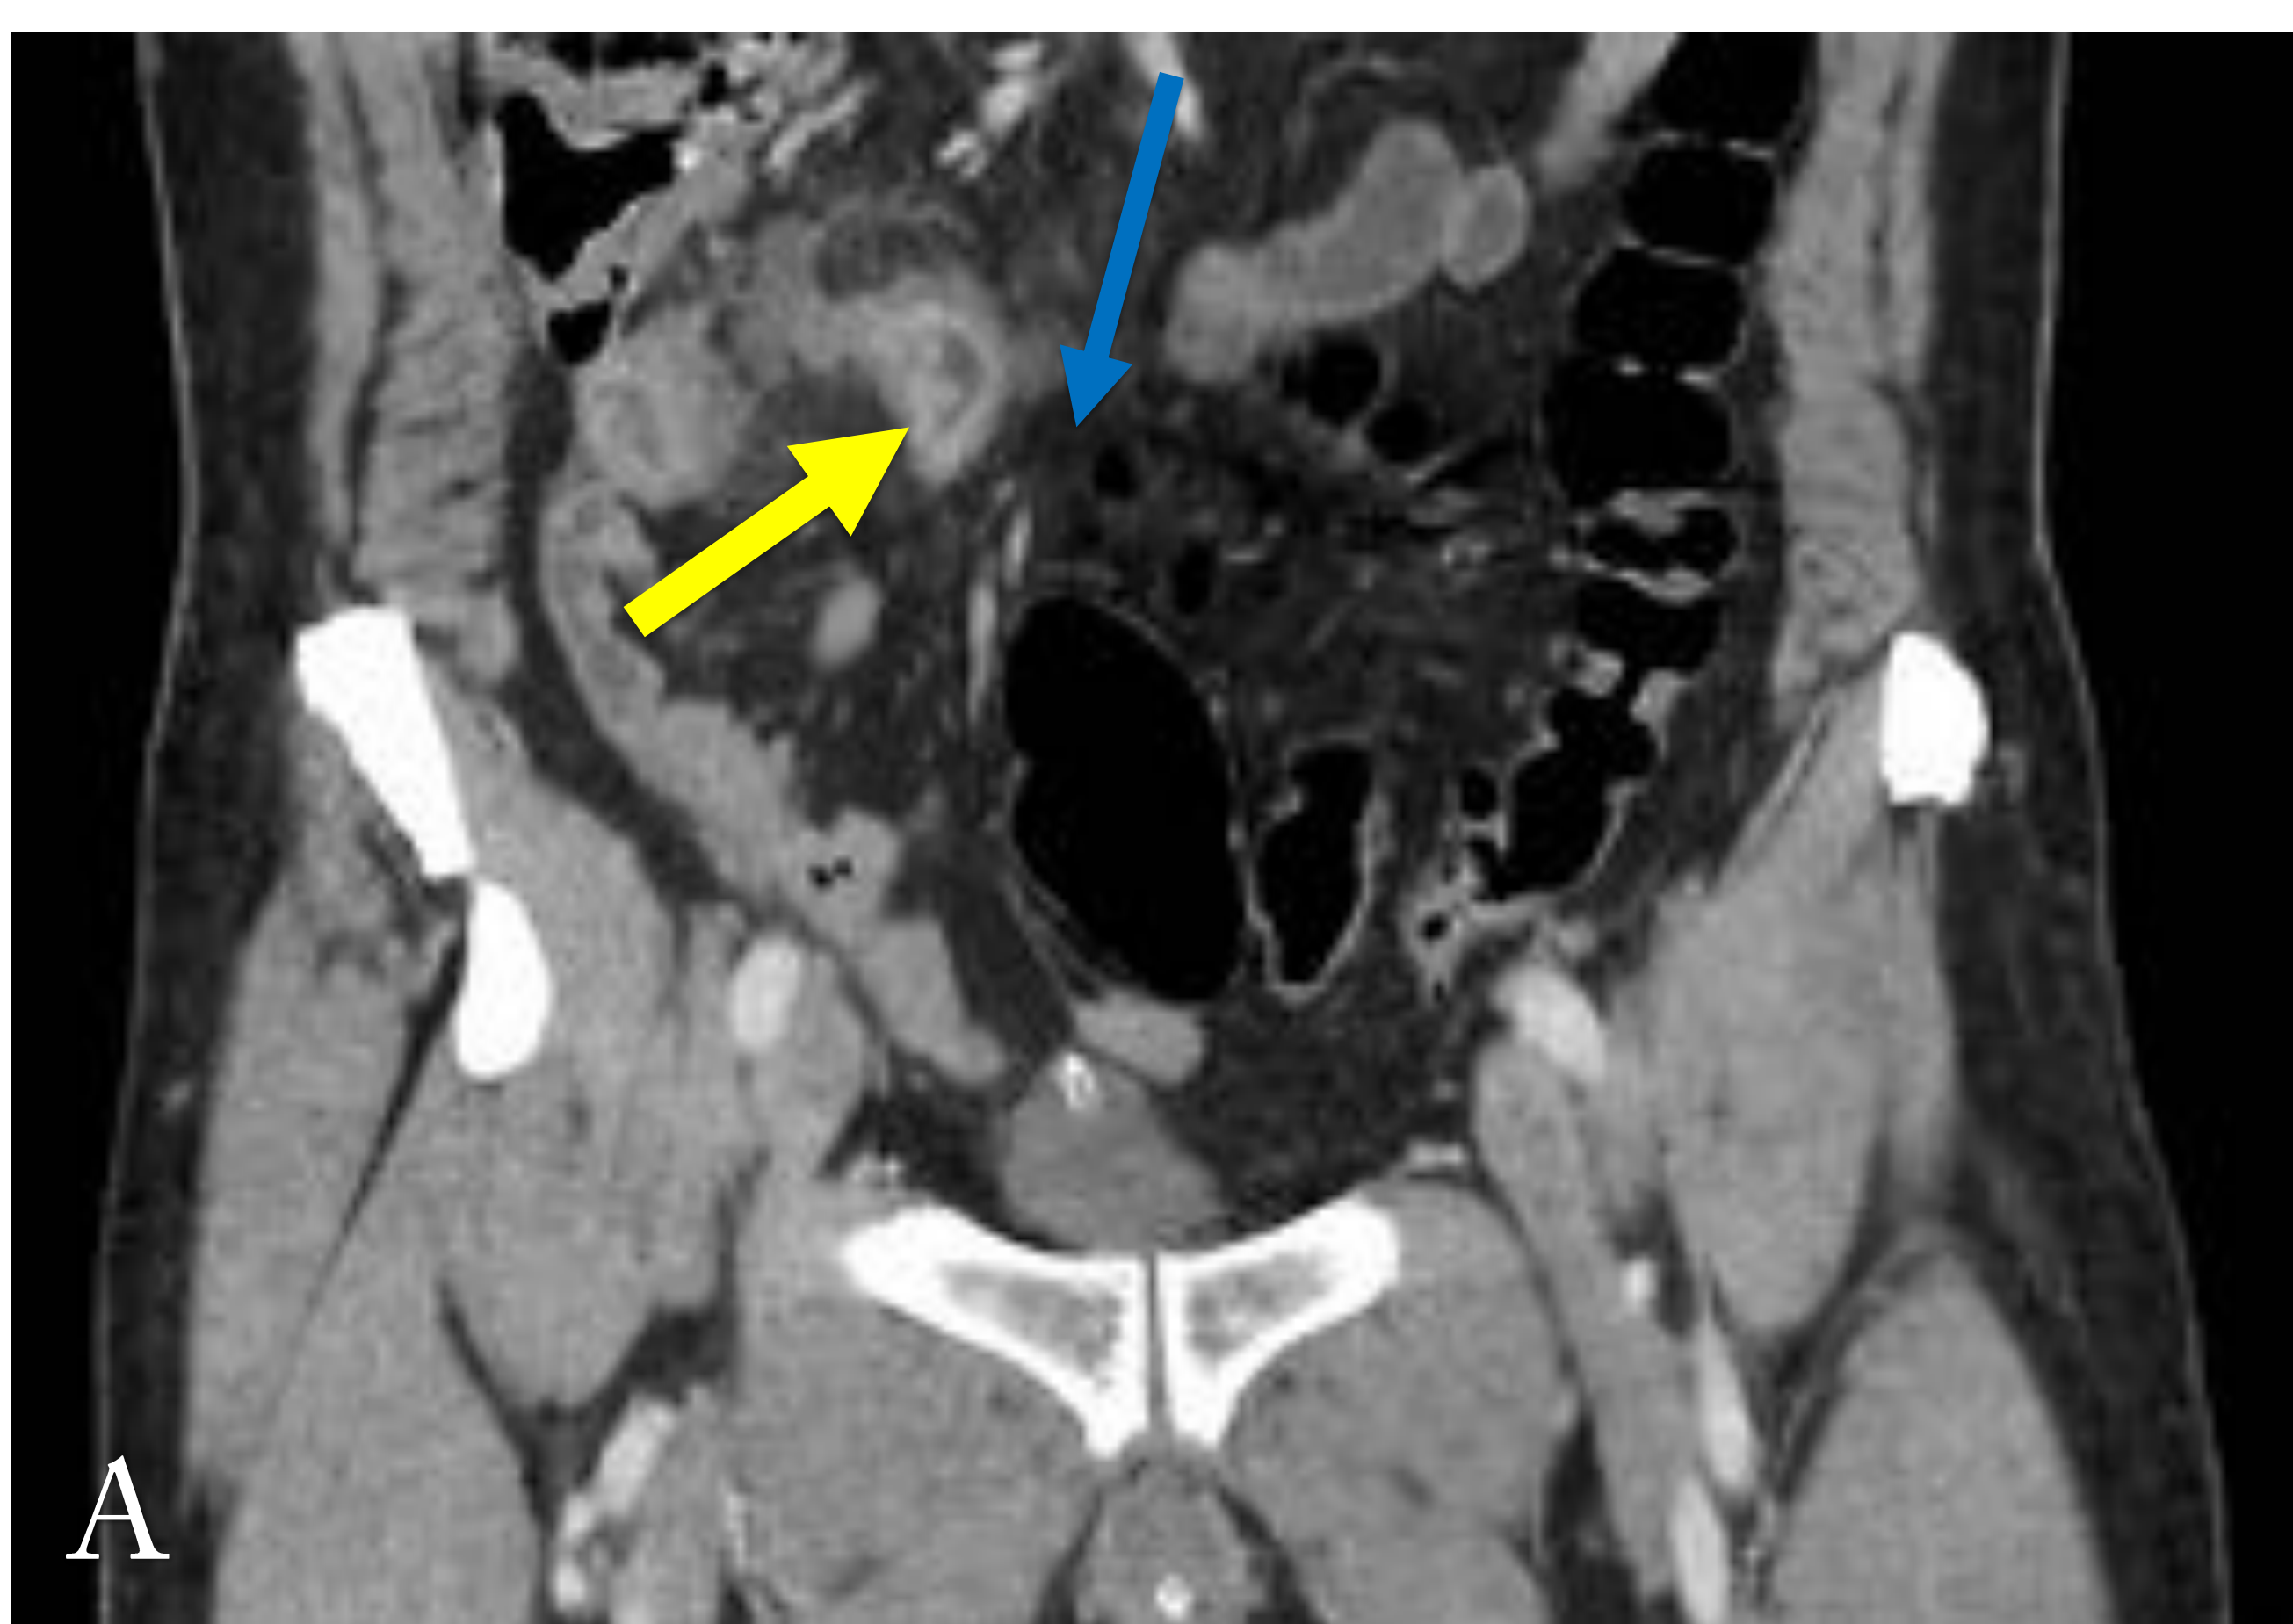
TC abdominopélvico con CIV. Corte coronal por MPR (figura A), corte axial (figura B), se aprecia un segmento de íleon distal (no terminal), con engrosamiento parietal circunferencial, en este segmento del íleon se observa una imagen sacular que realza al contraste IV con fondo ciego, en relación con diverticulitis ileal (flecha amarilla), se asocia adenopatías de aspecto reactivo en su meso y bandas líquidas regionales. Se observan burbujas de gas ectópico adyacentes a este segmento de delgado (flecha azul), que sugieren perforación. Resultado anatomopatológico: divertículo de Meckel perforado.
